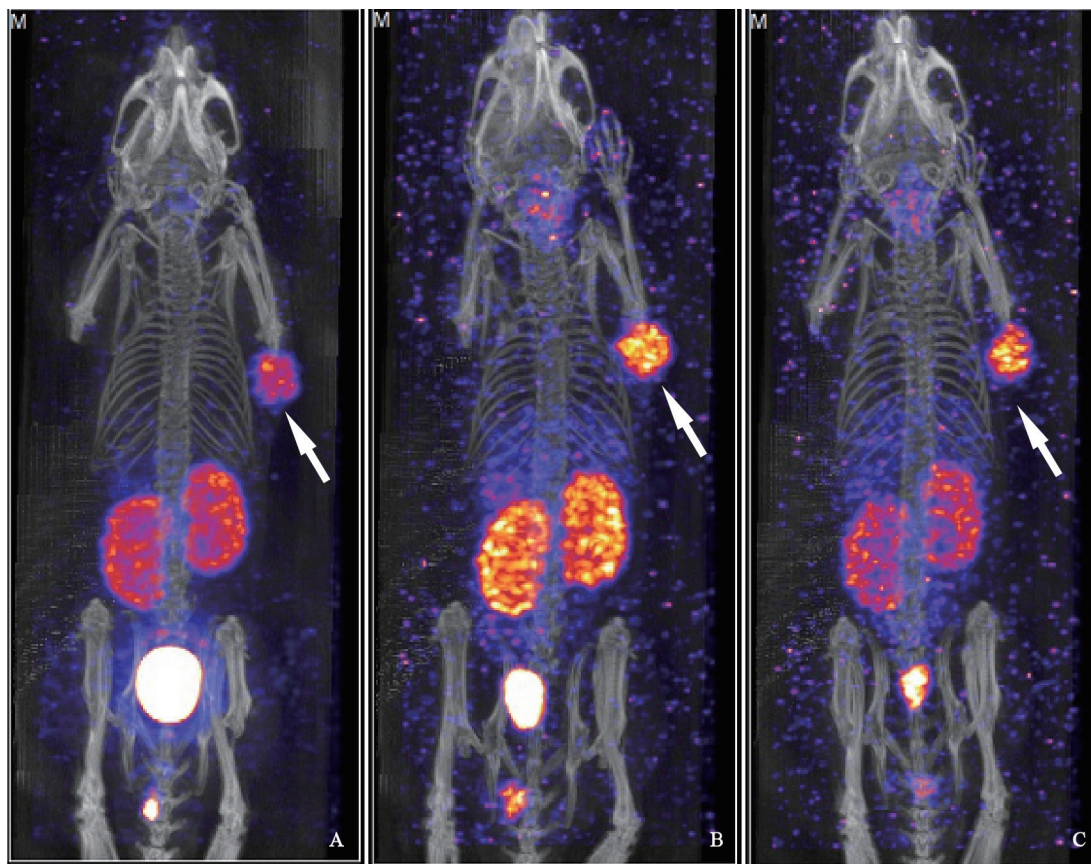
LNCaP模型(PSMA阳性)<sup>99m</sup>Tc-HYNIC-Glu-Urea-A SPECT/CT显像(箭头示肿瘤位置)
